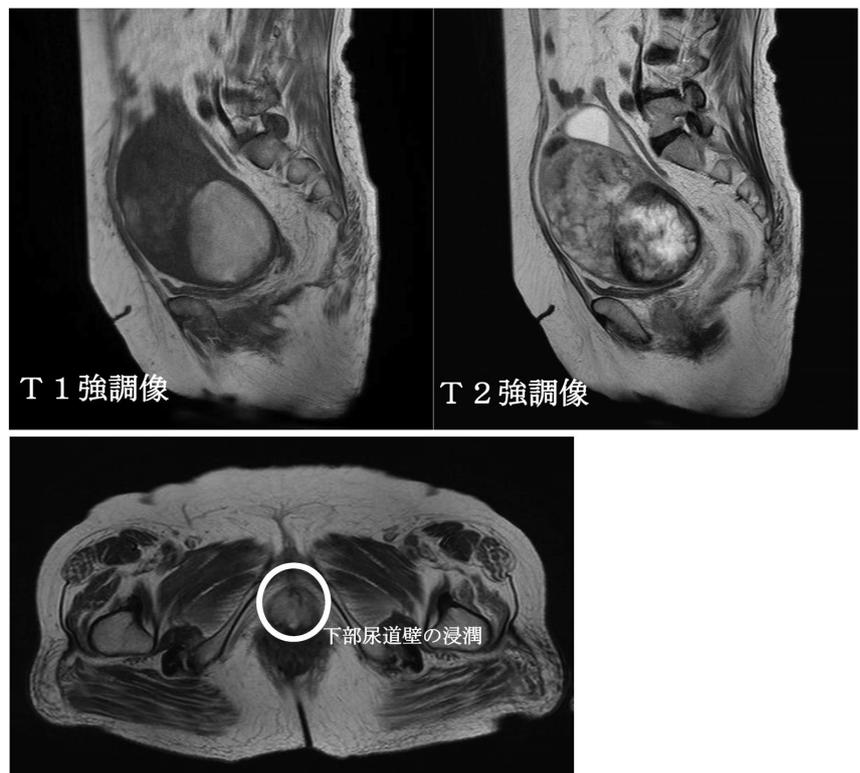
骨盤部MRI T1強調画像とT2強調画像；子宮内腫瘍と腔転移巢による下部尿道壁への浸潤も疑われた。
